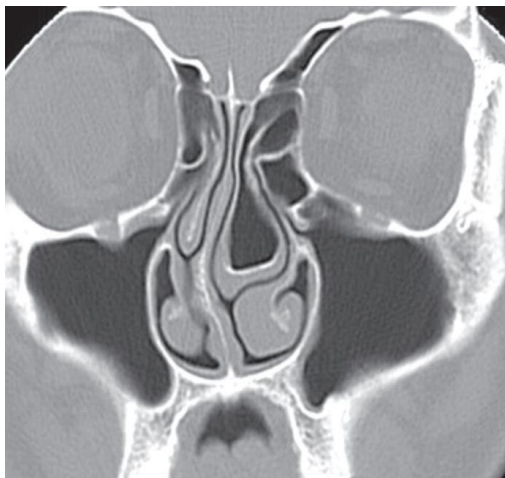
Malformațiile septului nazal (deviații septale). Aspect imagistic computertomografic. Preluat: Oral radiology principles and interpretation, 2018 [30]
